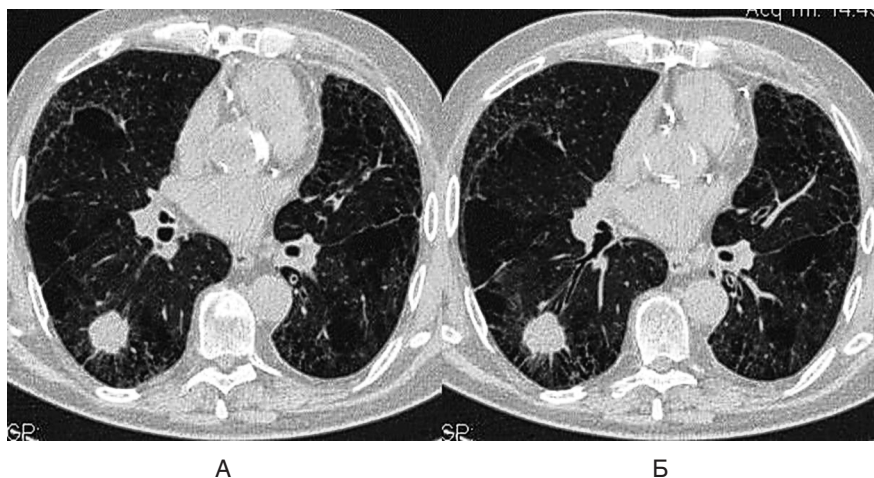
Компьютерные томограммы грудной клетки. Периферический рак нижней доли правого легкого: А — инспираторная фаза; Б — экспираторная фаза. Выраженная двусторонняя эмфизема легких, плотность легочной ткани на выдохе не изменяется
